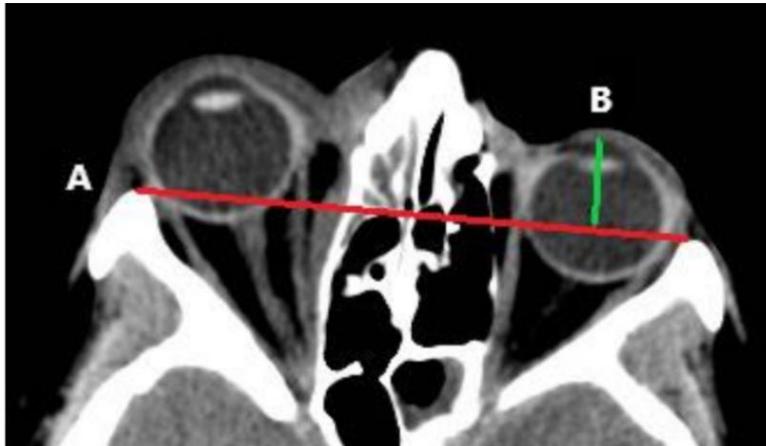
líneas de referencia para medición del exoftalmos por TC
